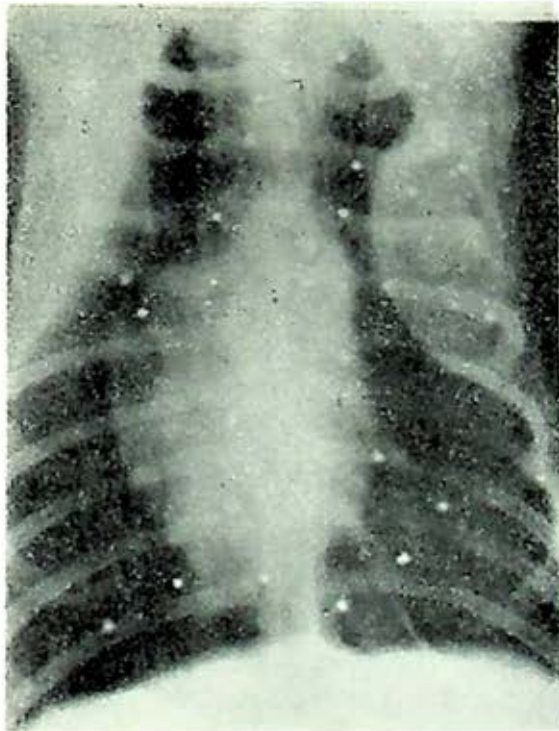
Radiografía tomada 40 semanas después de la operación en el lado izquierdo. La parafina del lado derecho ha desaparecido escapándose a través de la herida secundariamente infectada.
